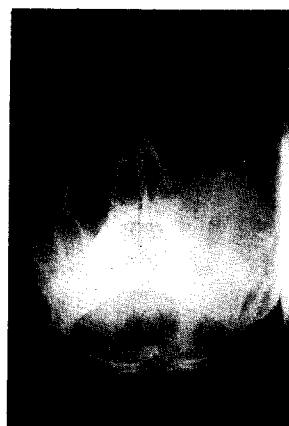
술전 방사선사진(water's view)
